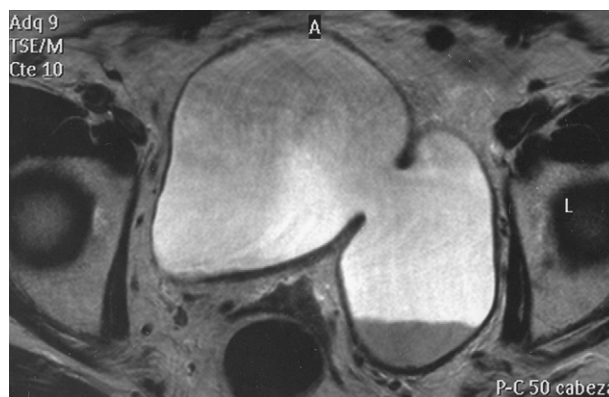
RMN (resonancia magnética nuclear). Vejiga y divertículo. Se ve sedimento urinario en vejiga y divertículo.
